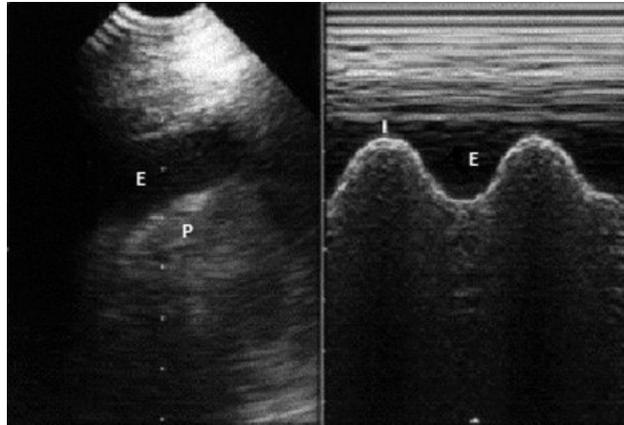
image échographique d'un épanchement pleural (35).
